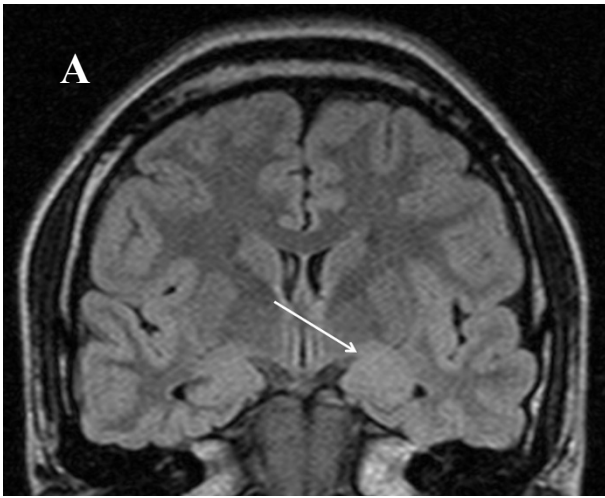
23 歳女性、20 年前発症の左側頭葉てんかん (患者 No.1) A (FLAIR 冠状断像) : 左側の扁桃体腫大を認める (白矢印)、B (側頭葉) : 豊富な柱状配列を伴う皮質の層の乱れを認める (黒矢印) (KB 染色、縮尺 20  $\mu\text{m}$ )、C (側頭葉) : 皮質内に少量の異形大型細胞 (dysmorphic neuron) を認める (黒矢印) (KB 染色、縮尺 100  $\mu\text{m}$ )、D (側頭葉) : C の異形大型細胞 (dysmorphic neuron) の拡大像 (黒矢印) (HE 染色、縮尺 50  $\mu\text{m}$ )、E (扁桃体) : 大型神経細胞の集簇部位が散見される (黒矢印) (KB 染色、縮尺 50  $\mu\text{m}$ )
